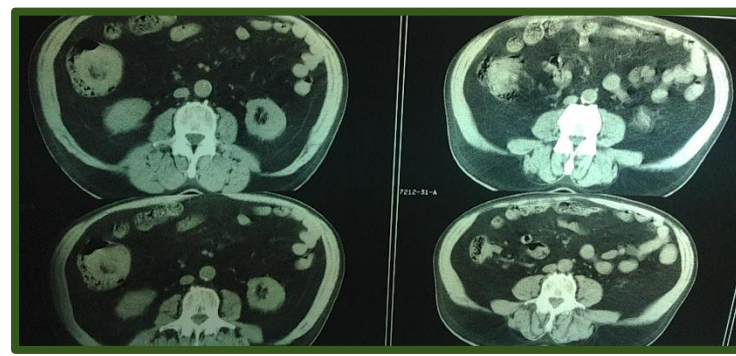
TAC. Cortes a nivel de la lesión
